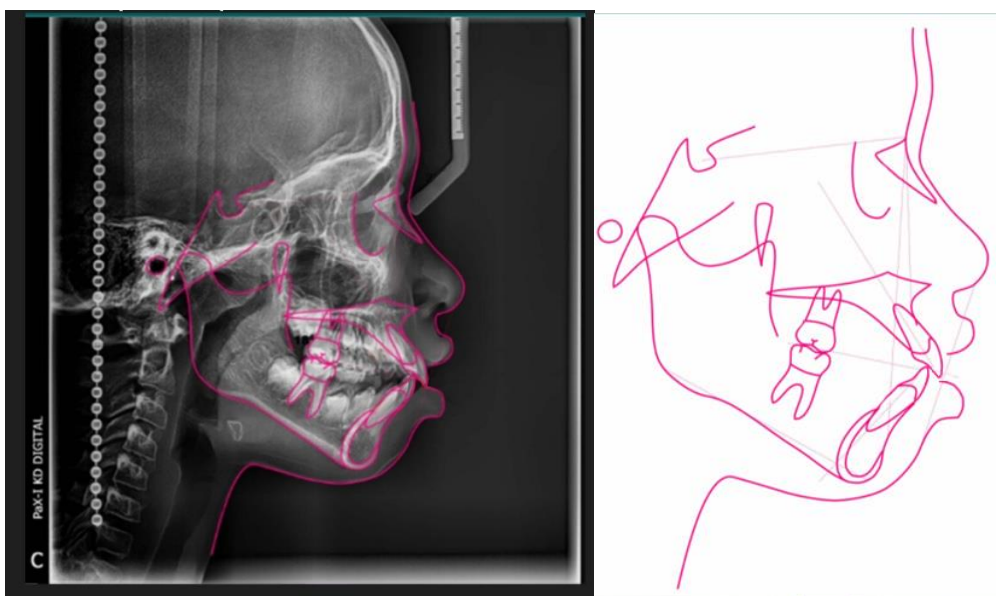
Radiografía Cefalograma Lateral. Trazado de Steiner
